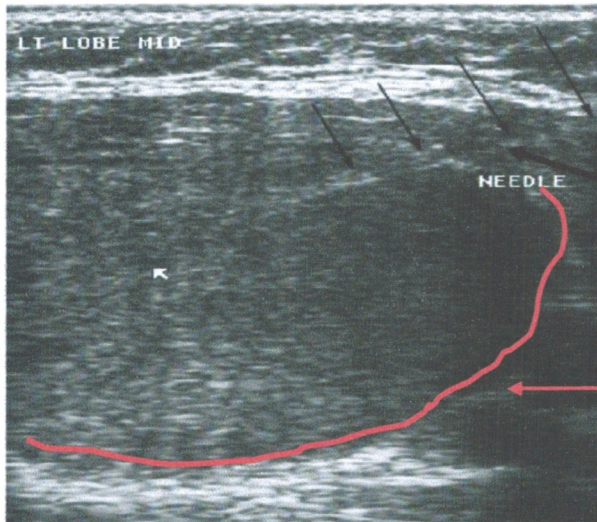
l'échographie permet de guider l'orientation de l'aiguille de ponction dans les nodules non palpables [38].
